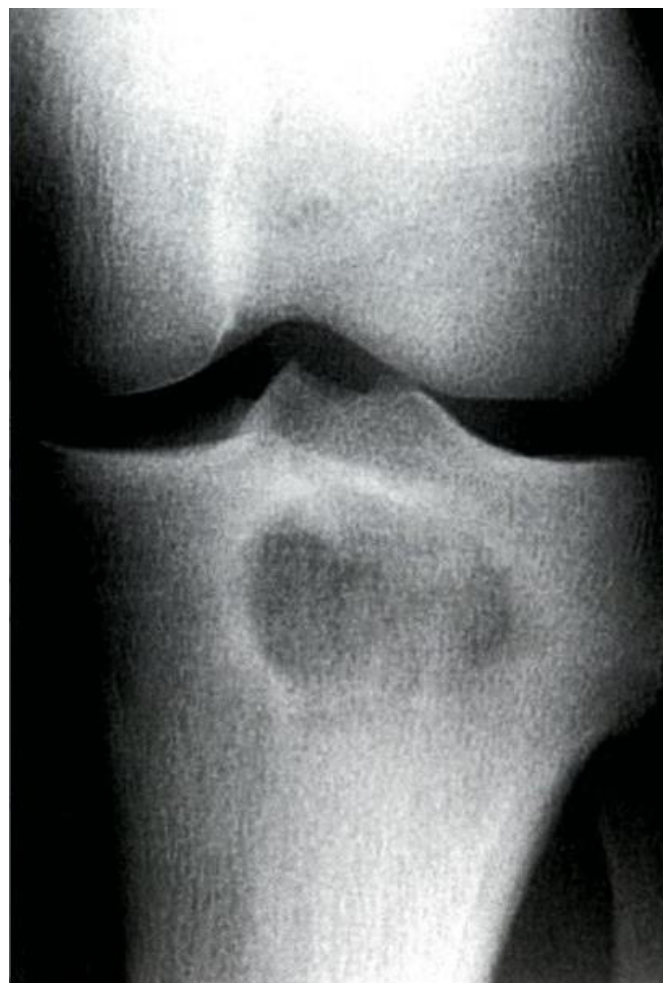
Radiographie du genou gauche montrant une image radio-transparente en dessous des plateaux tibiaux correspondant à l'ostéomyélite [104].
